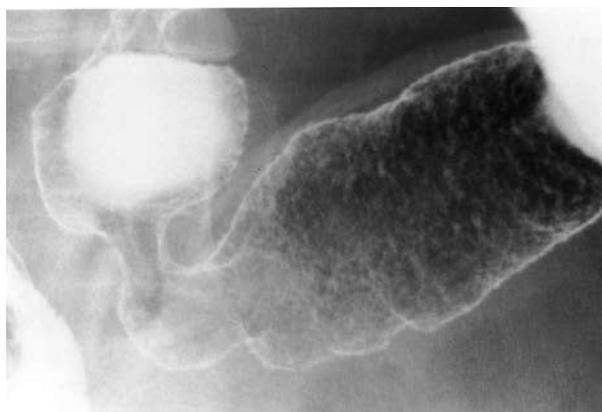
a. 1990年4月DT開始直前の注腸X線像（横行結腸中央部付近の二重造影像）。ハウストラは消失し，腸管の辺縁には微小ニッシュ，粘膜面にはネットワークパターンの消失と，び慢性に境界不鮮明な点状・斑状バリウムフレック，大小不同の顆粒状陰影を認めた。
